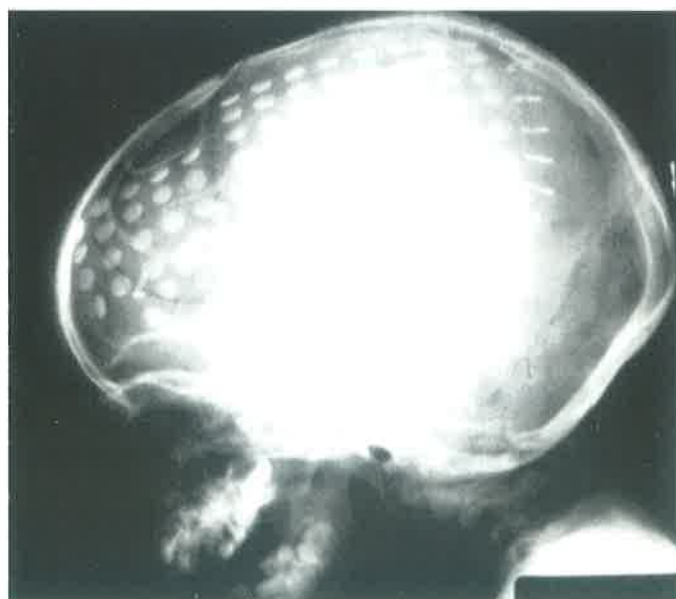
Radiografia simples de crânio no perfil mostrando ampla cobertura da convexidade cortical com eletrodos subdurais implantados cronicamente, para investigação de epilepsia extratemporal e mapeamento funcional da linguagem e do córtex motor.
